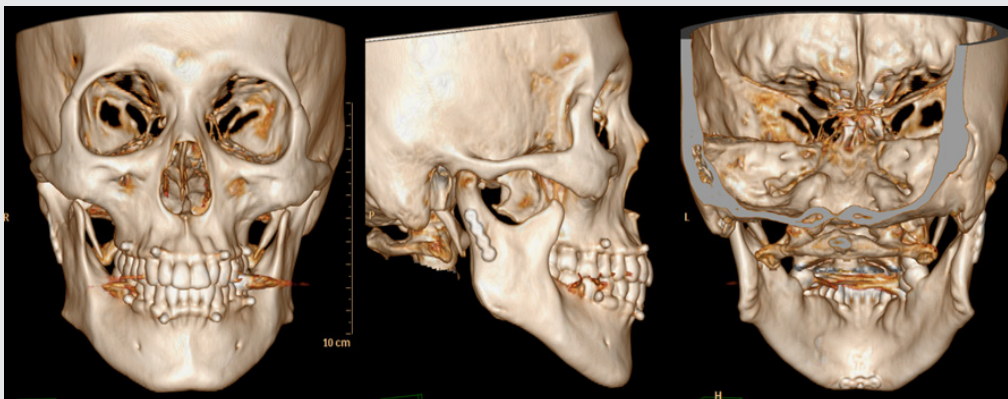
술 후 촬영된 CT 영상. 3차원으로 재구성된 CT 영상에서 정복 및 고정된 우측 하악 과두와 정중부를 확인할 수 있다.
